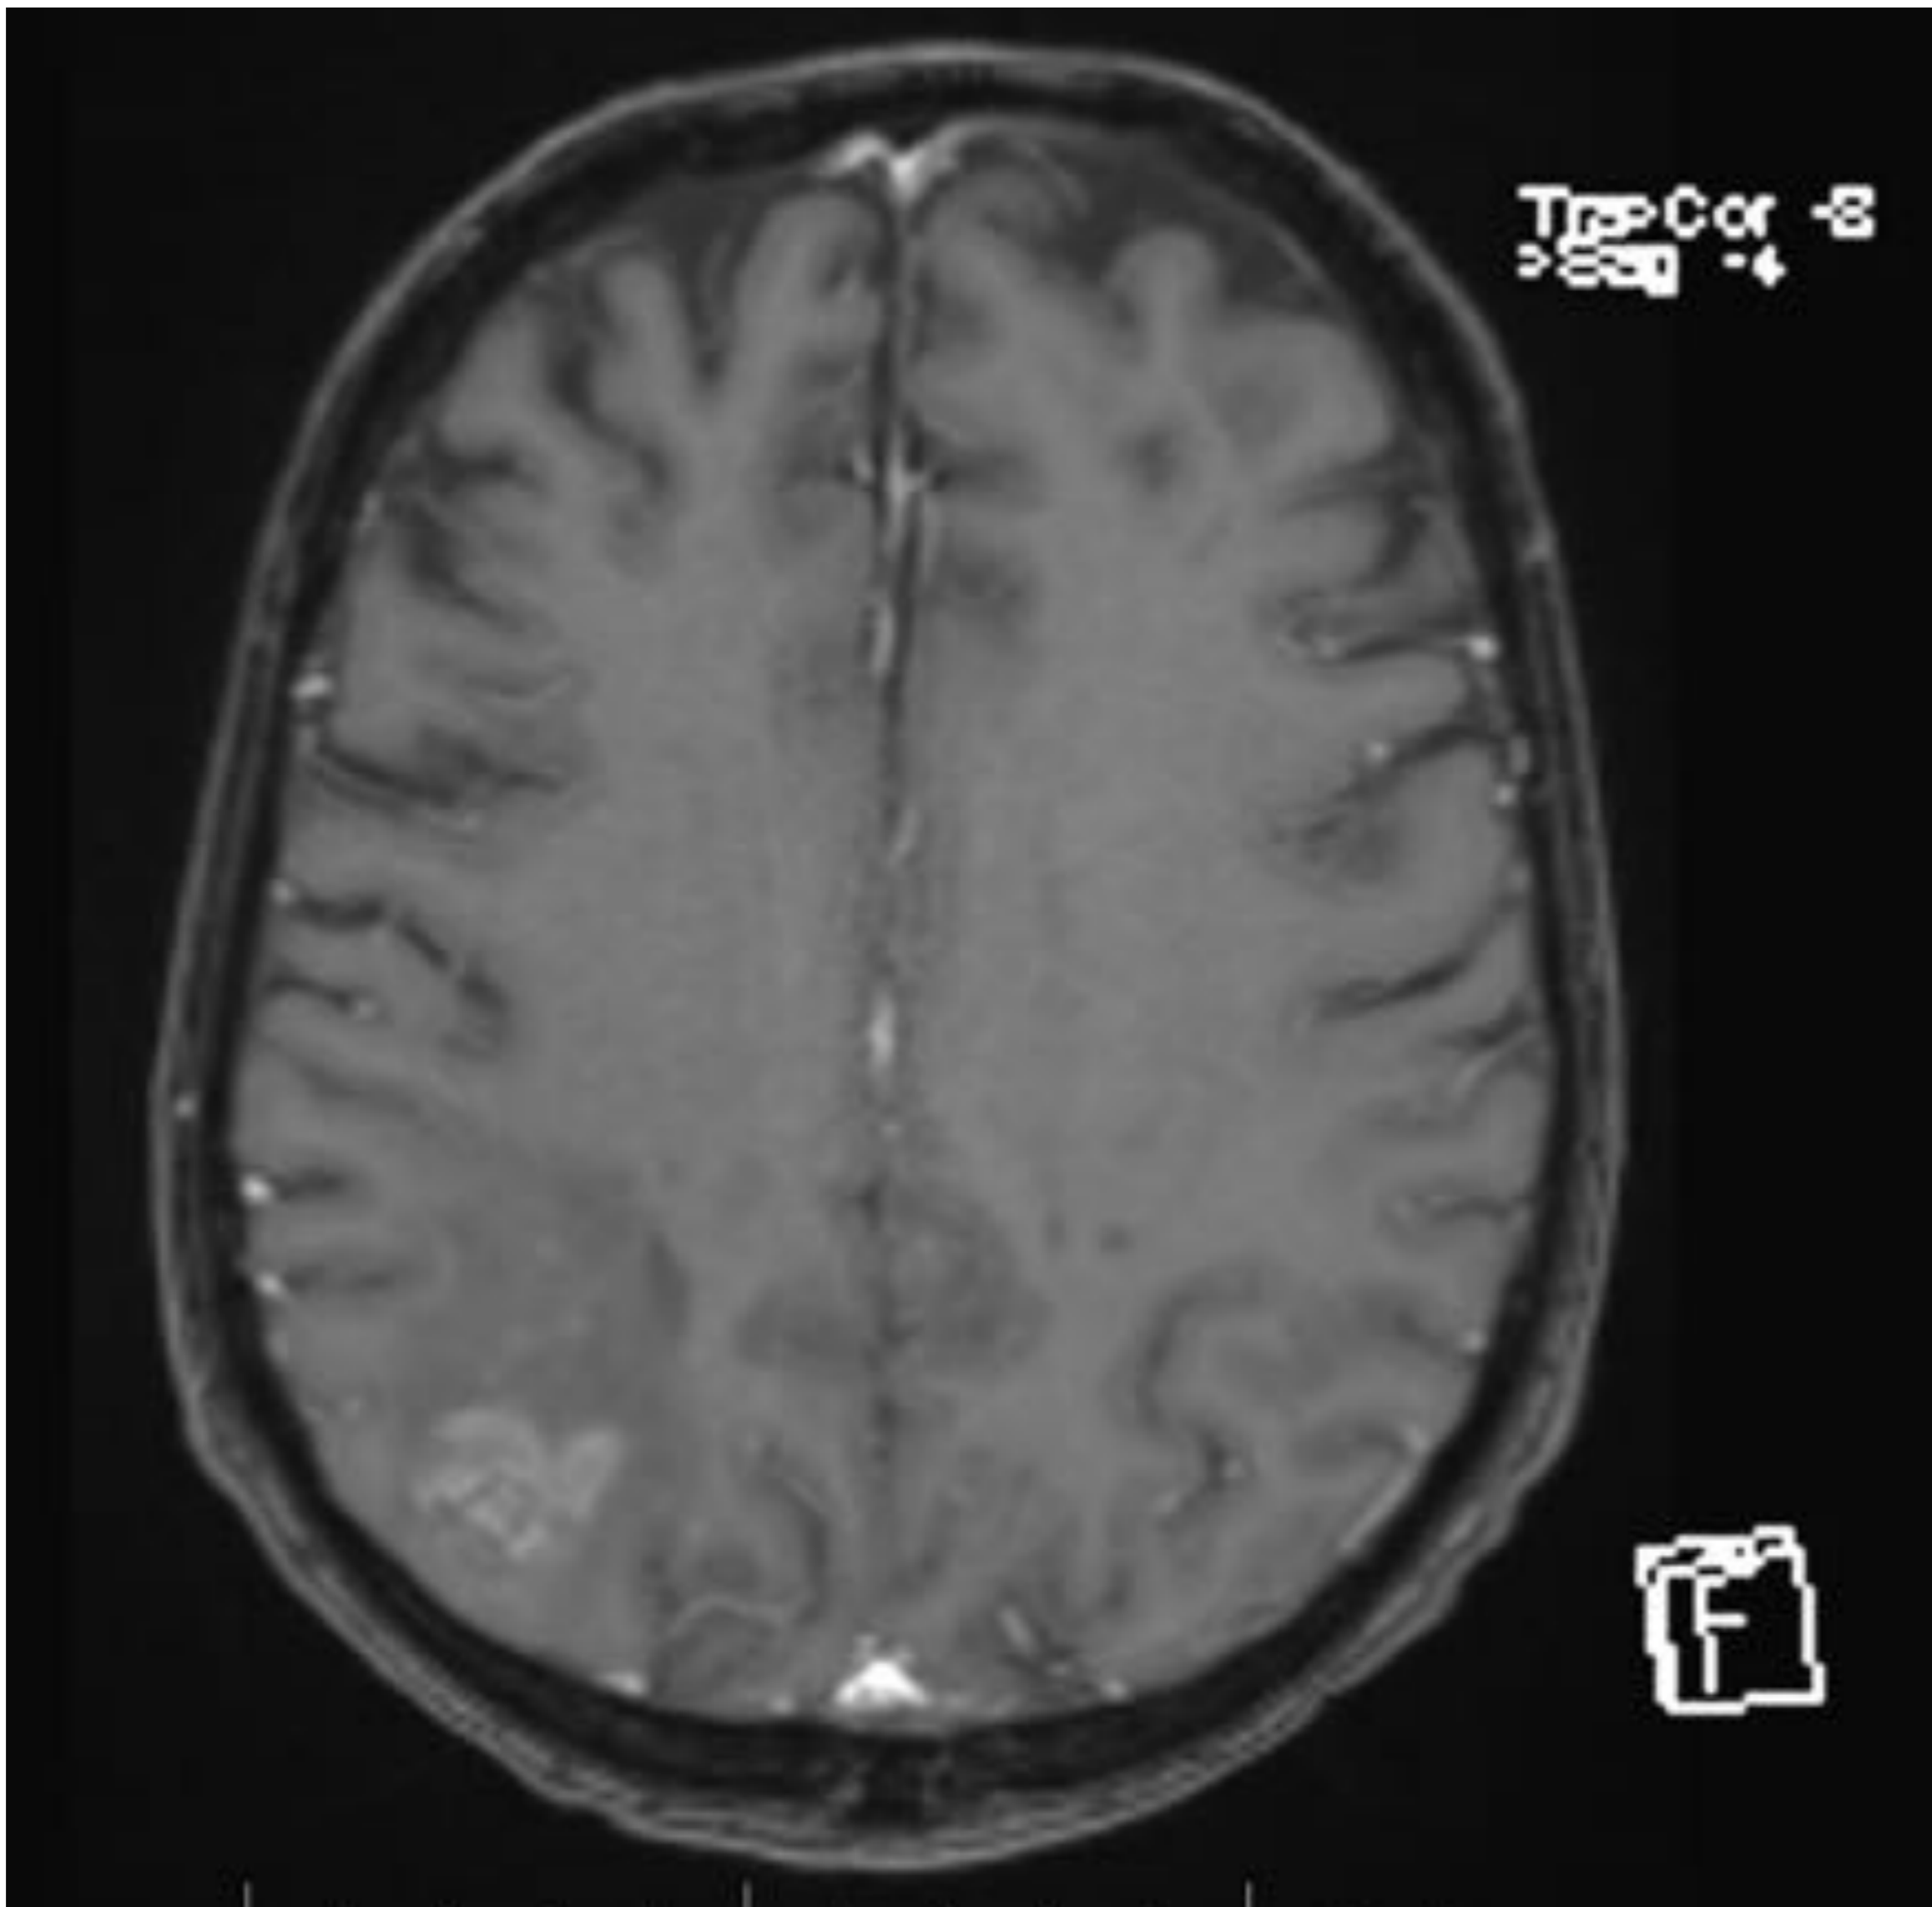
RM en secuencias potenciadas en A) T1 con gadolinio, B) T2-FLAIR y C) susceptibilidad. Imágenes de cerebritis parietal derecha. La lesión muestra captación irregular de contraste, es hiperintensa en T2-FLAIR y muestra signos de sangrado.
